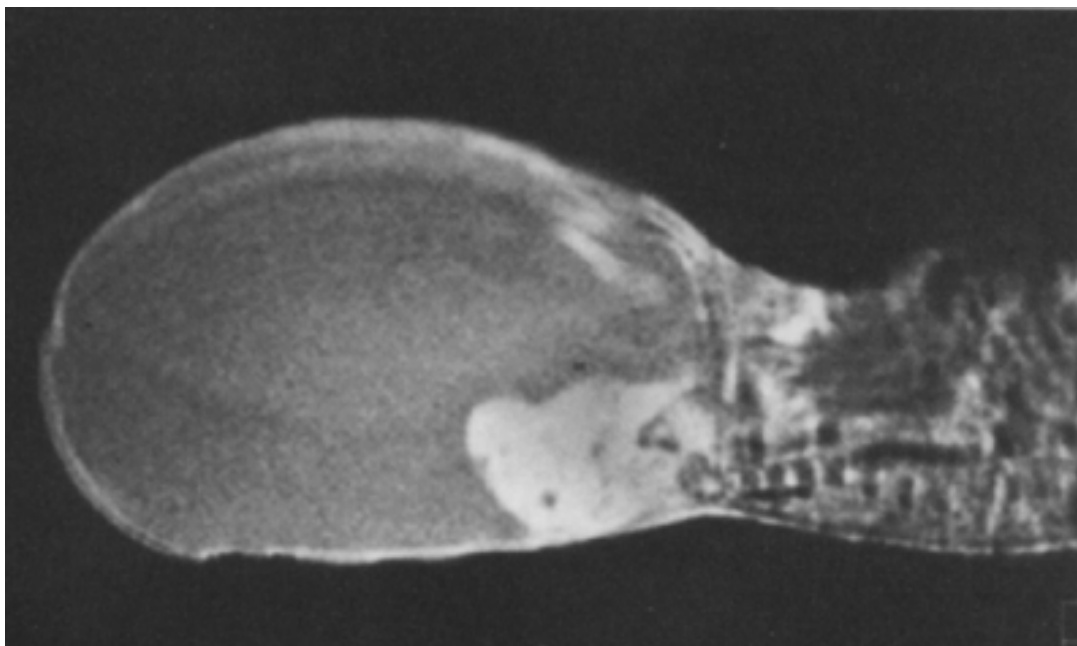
IRM pelvienne (coupe sagittale) objectivant un grand TSC à prédominance kystique avec composante solide postérieure [35].
